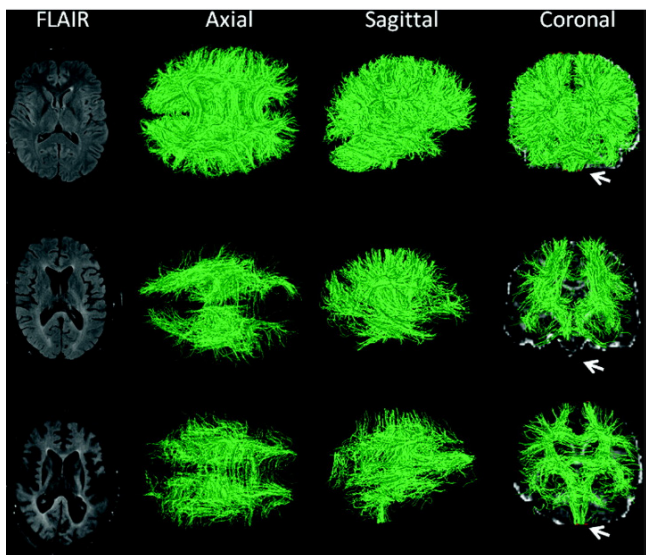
МРТ в режиме FLAIR и тотальная трактография.
